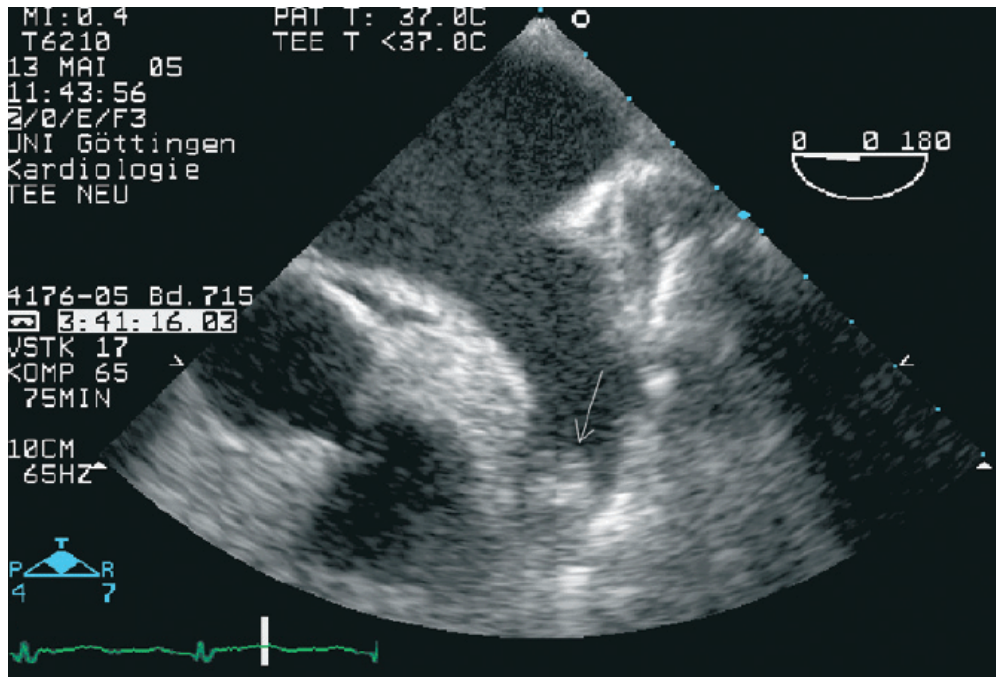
Vorhofthrombus (durch einen Pfeil markiert) im linken Herzohr durch Aufnahme von transösophagealer Echokardiographie [69].
